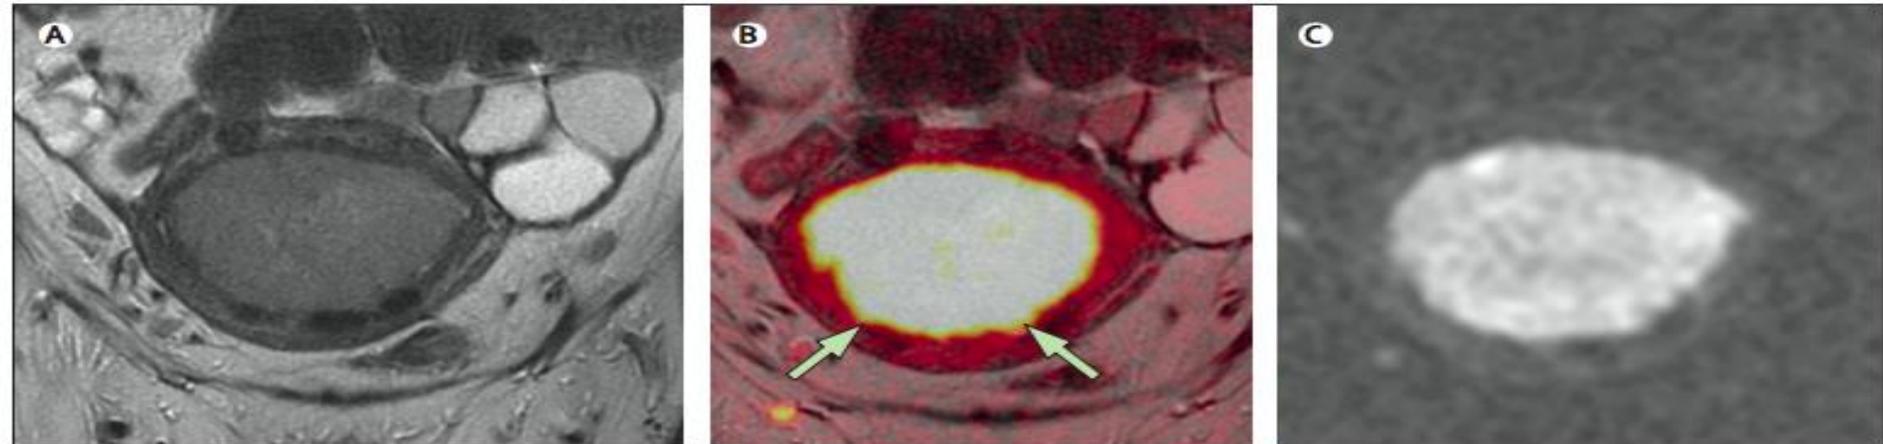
Endometrial thickening in endometrioid adenocarcinoma stage IB as shown in an oblique T2-weighted image (A), a diffusion-weighted image (B), and a fused sequence between the oblique thin T2-weighted and diffusion-weighted sequences acquired in a plane perpendicular to the uterus (C). In (A) signal intensity is intermediate and margins are irregular. Contrast between the tumour and adjacent normal myometrium is better in the diffusion-weighted than in the T2-weighted image.
